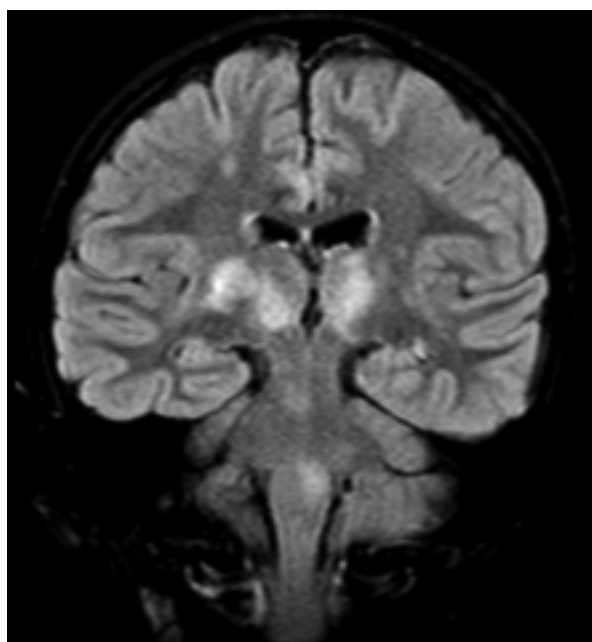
МР-томограмма головного мозга больного во время второго эпизода ОРЭМ в режиме FLAIR. Патологический МР-сигнал в области подкорковых ядер, ствола головного мозга, в субкортикальном белом веществе правого полушария. Видна асимметрия поражения.
